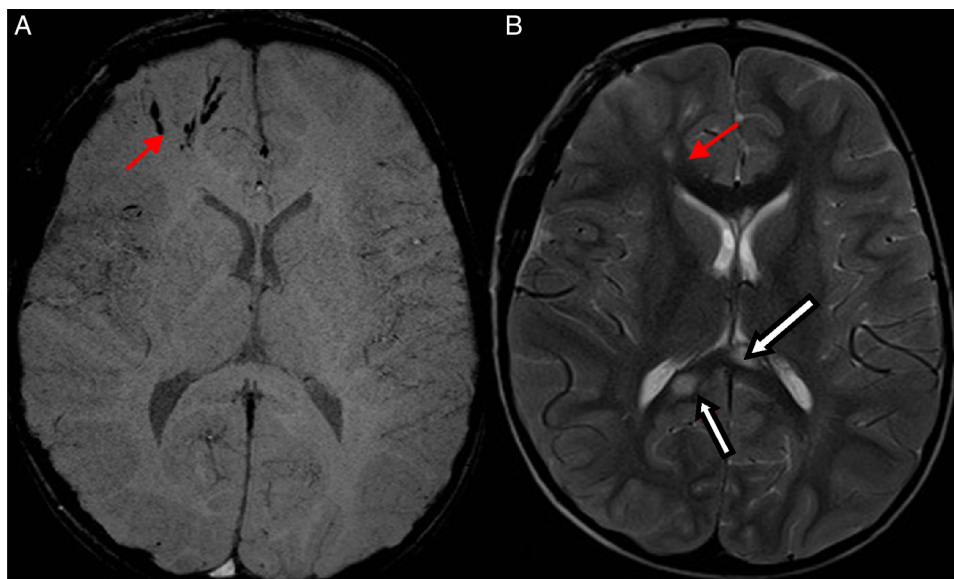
Paciente de 3 años de edad, atropellado. RM cerebral. A) Axial SWI (secuencia de susceptibilidad magnética) que muestra restos hemáticos lineales en la transición corticosubcortical frontal derecha (flecha). B) Axial T2 FSE que muestra además lesiones en el cuerpo calloso (flecha señalando la lesión en la rodilla del cuerpo calloso y flechas de bloque señalando las lesiones en el esplenio del cuerpo calloso). Hallazgos compatibles con lesión axonal difusa.
